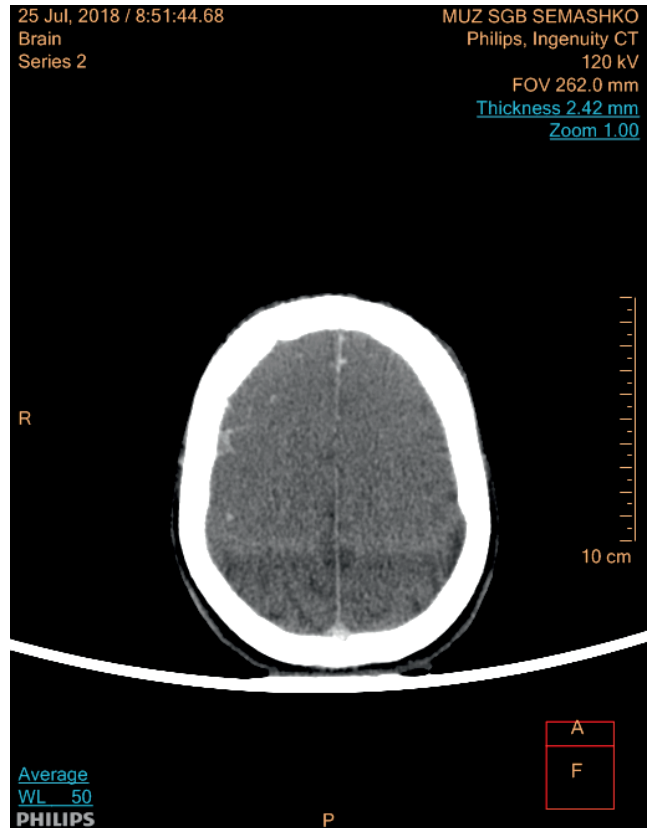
Диффузные субарахноидальные кровоизлияния у гр-на А. (КТ-исследование)
